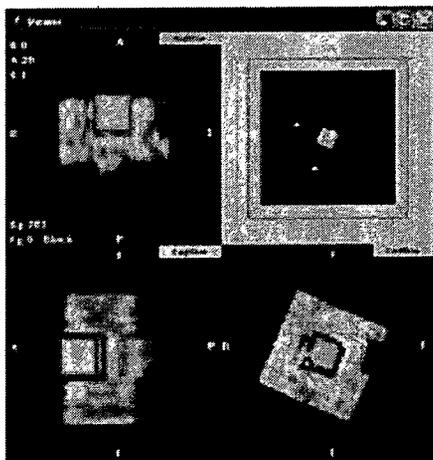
MRIにより取得した頭部ファントム画像。医用画像ビューア 3D Slicer (<http://www.slicer.org/>)にて表示。3D Slicer 上にて擬似腫瘍領域を抽出しデジタルデータ化する。
